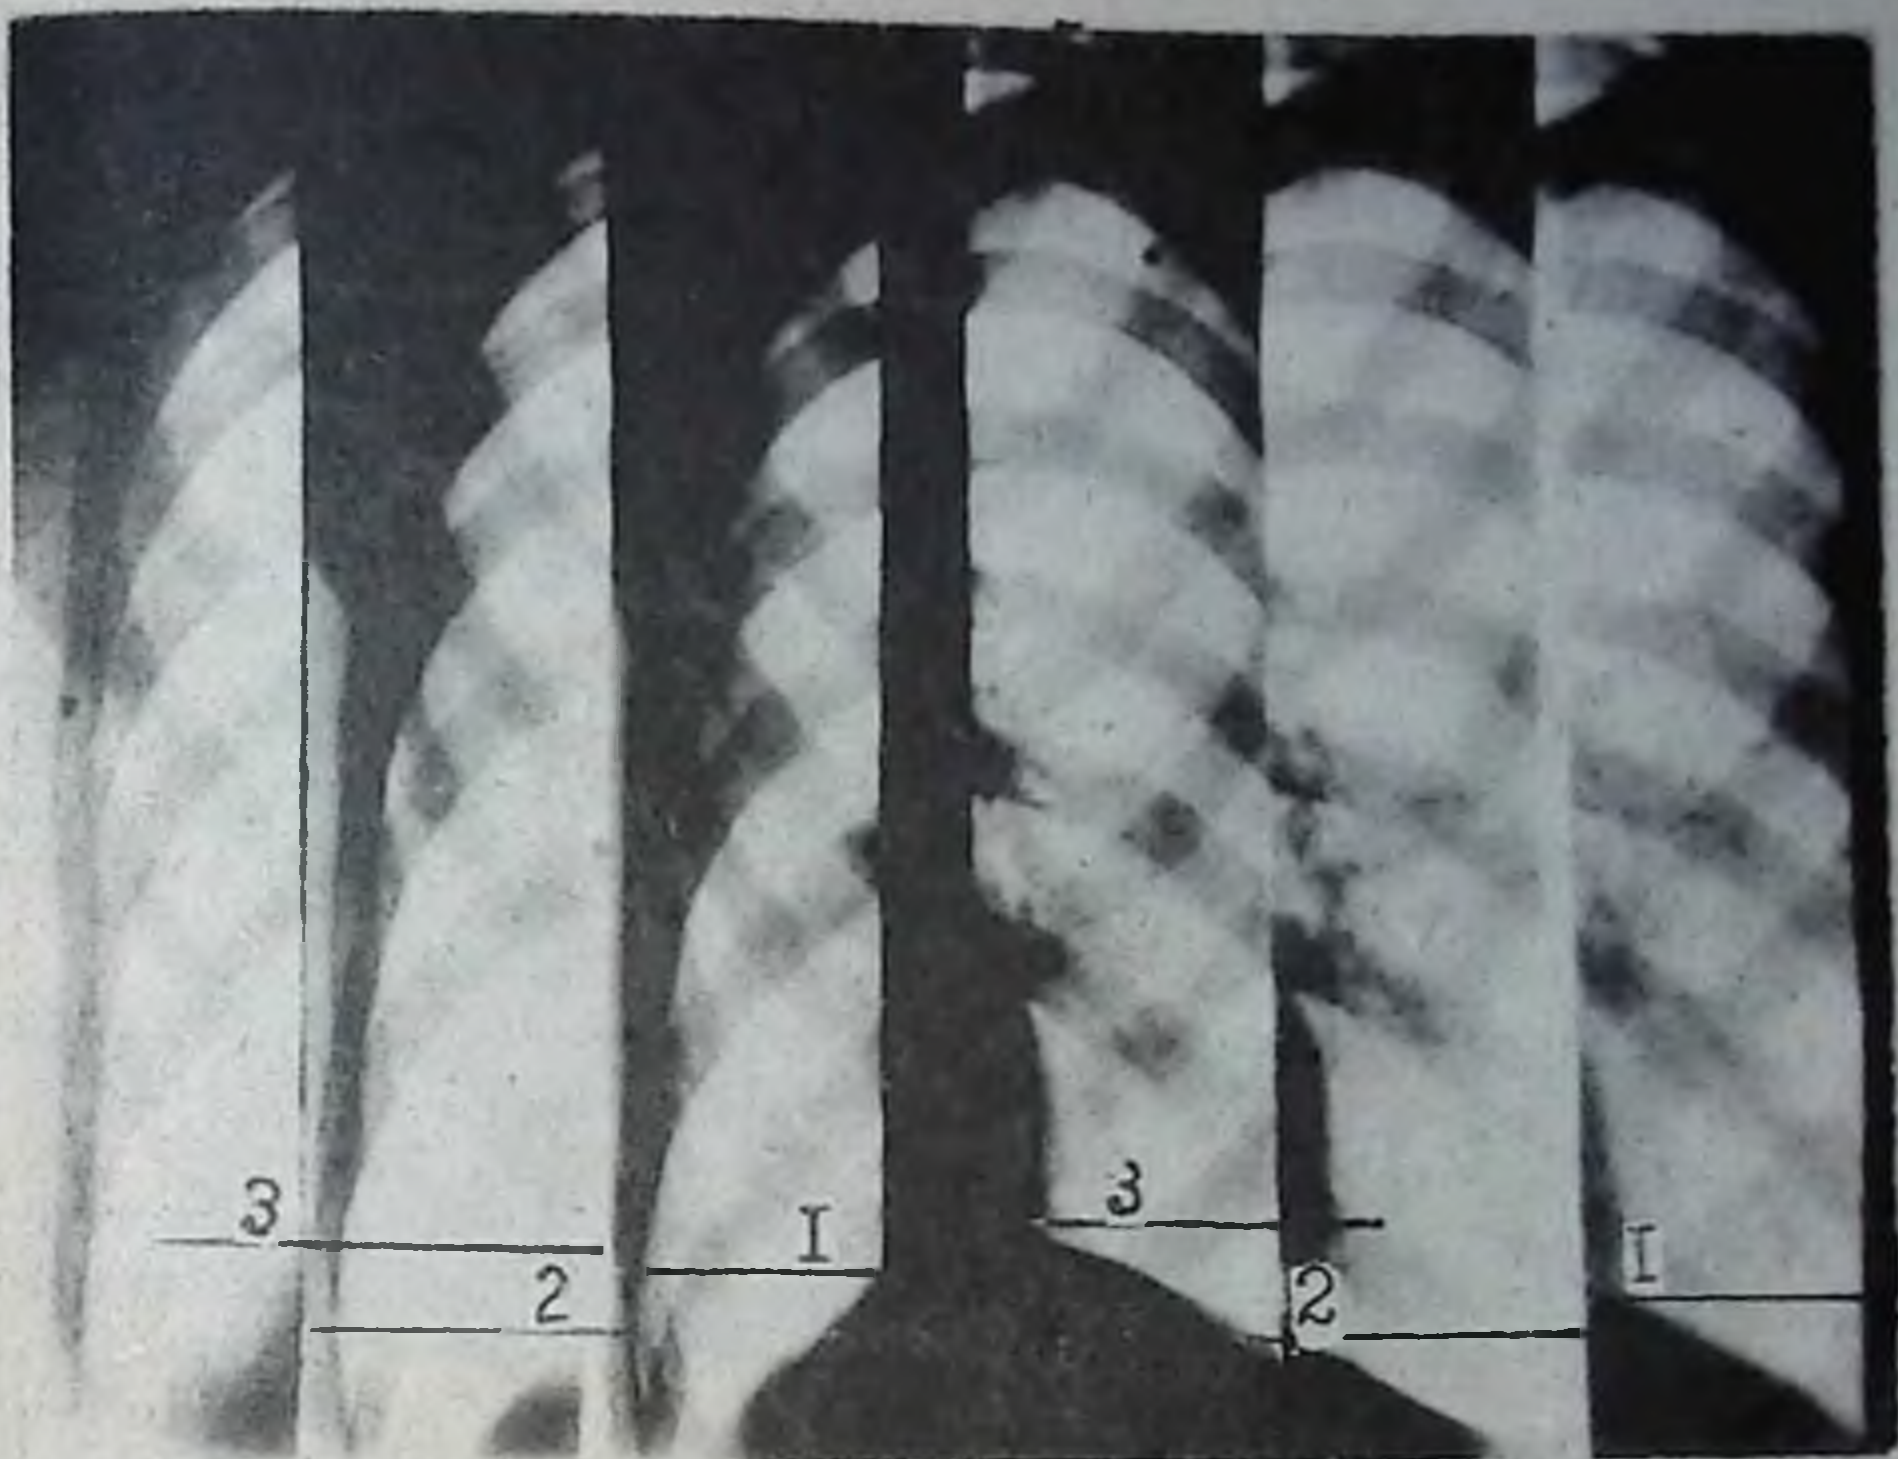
Рентгенограмма (триплограмма) по методу Ю. Н. Соколова. Снижена разница в прозрачности между вдохом и выдохом, резко ограничена подвижность купола диафрагмы:
